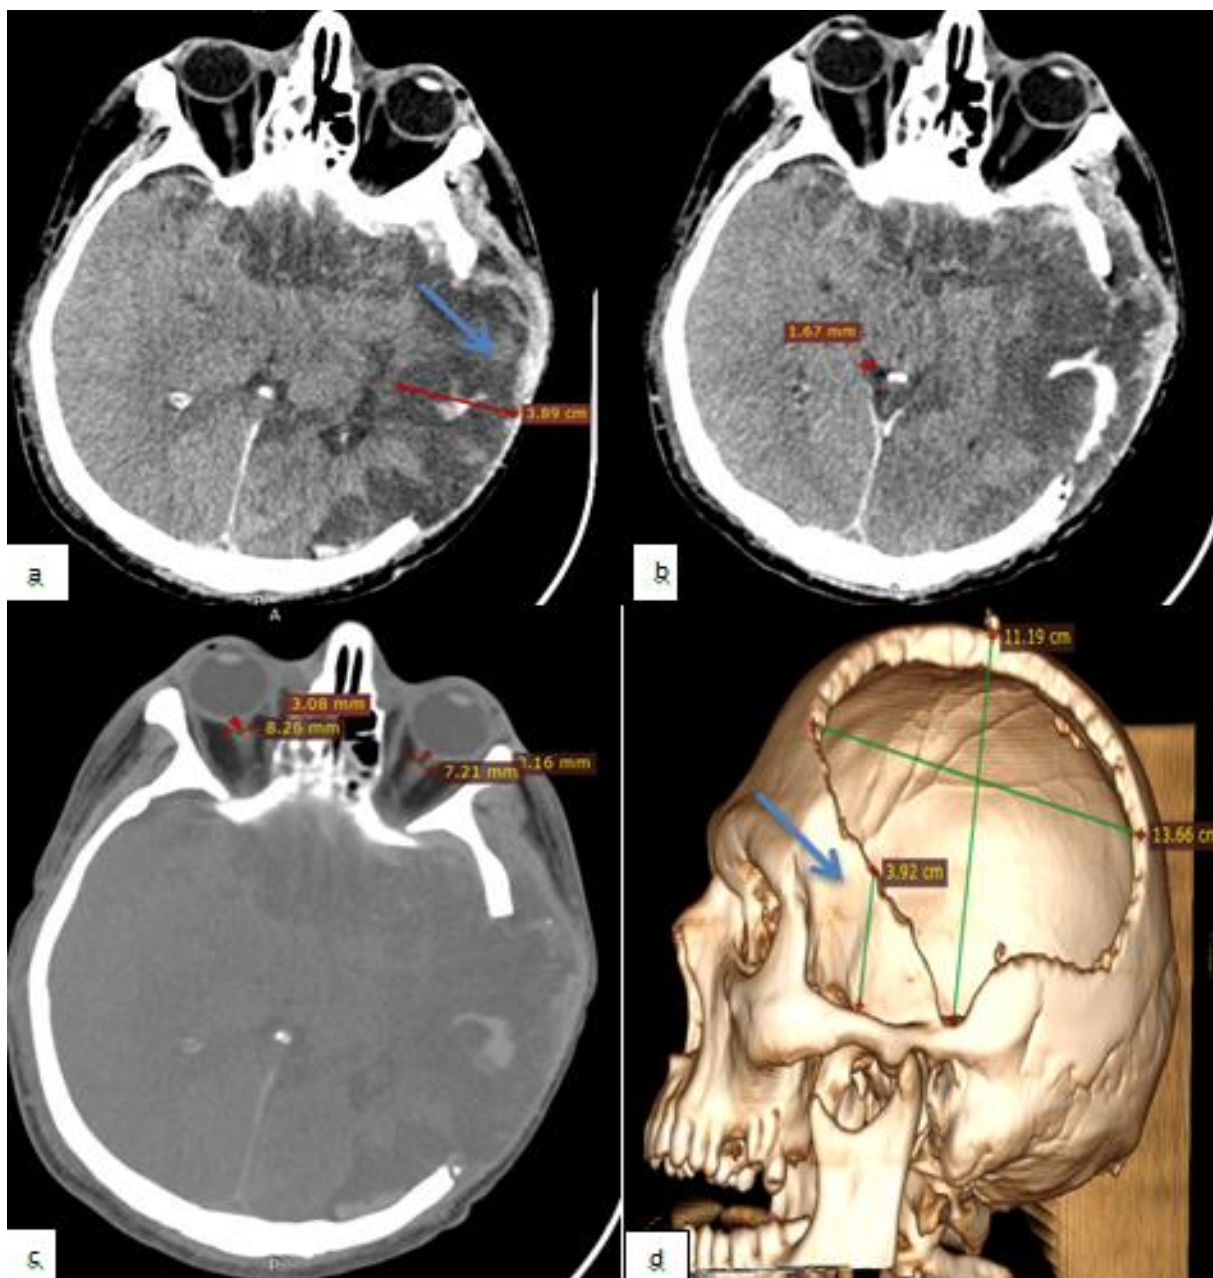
Примеры измерений по КТ изображениям после операции.
